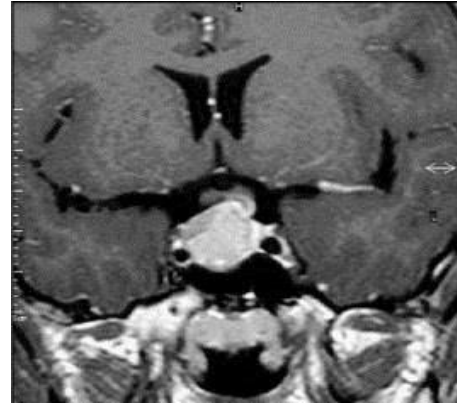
Ressonância magnética de sela túrcica, sequência pesada, em T1 com contraste, corte coronal, evidenciando lesão com impregnação homogênea pelo contraste, localizada na sela túrcica, em íntimo contato com o quiasma óptico, correspondendo a um macroadenoma.
